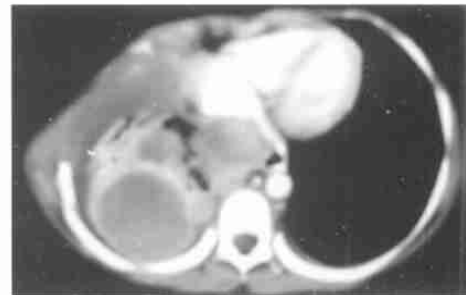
胸壁原始神经外胚层肿瘤 CT 增强后显示肿块强化密度不均
